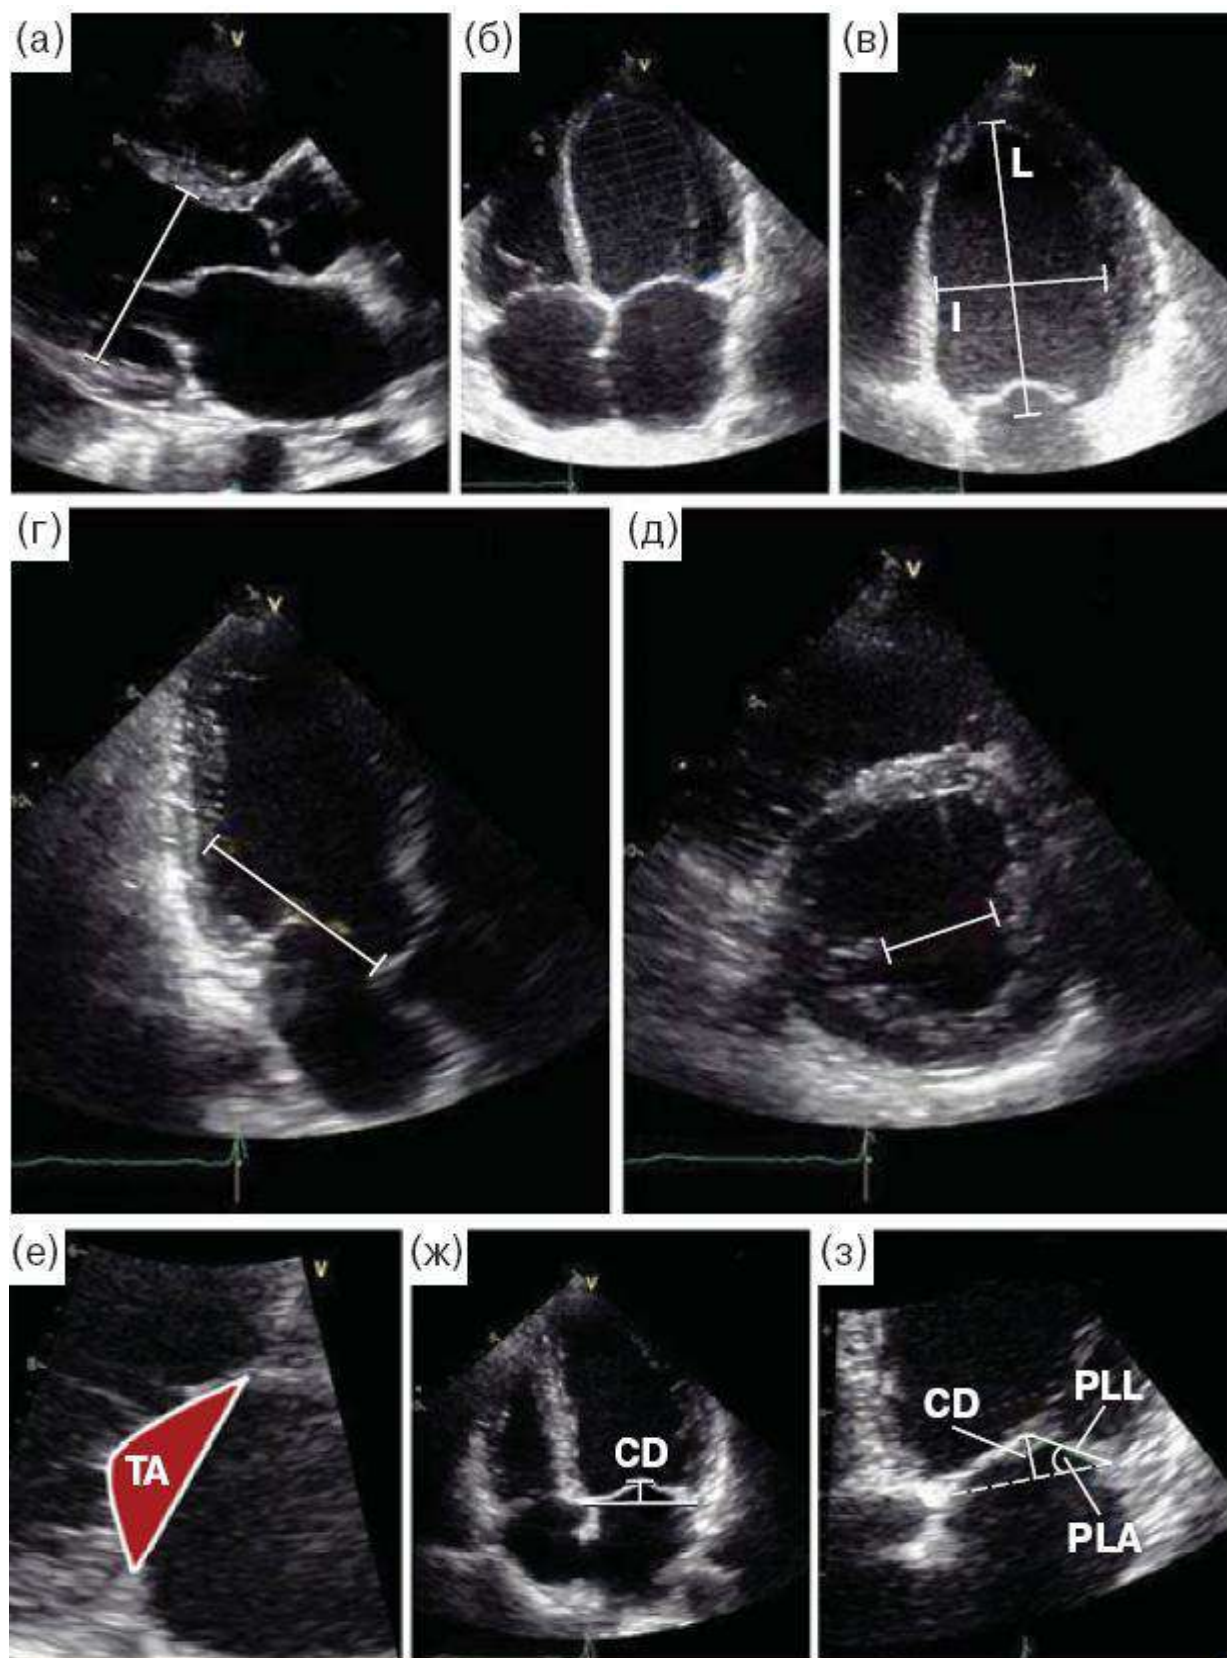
Эхокардиографические параметры ЛЖ и МК [2]
